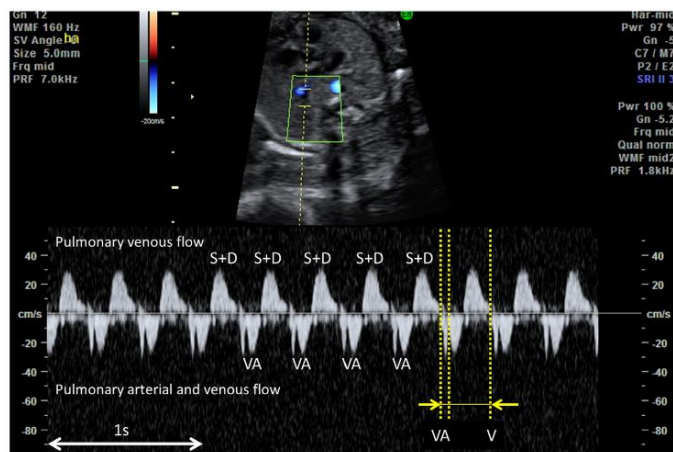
Exploración ecográfica modo Doppler de los flujos en la vena y tronco pulmonares desde corazón fetal en taquicardia de intervalo ventriculoauricular (VA) corto. La onda V correspondiente al inicio de la contracción ventricular, se origina a partir del flujo anterógrado a partir de la arteria pulmonar y se aleja del transductor mientras la onda A se corresponde con el flujo retrógrado en la vena pulmonar provocado por la contracción auricular por lo que también se aleja del transductor. S+D resultan del flujo anterógrado en la vena pulmonar durante la sístole y el inicio de la diástole ventriculares. Se observa como el intervalo VA es significativamente más corto que el intervalo auriculoventricular (AV). Imagen adaptada de Sridharan *et al*(11).
